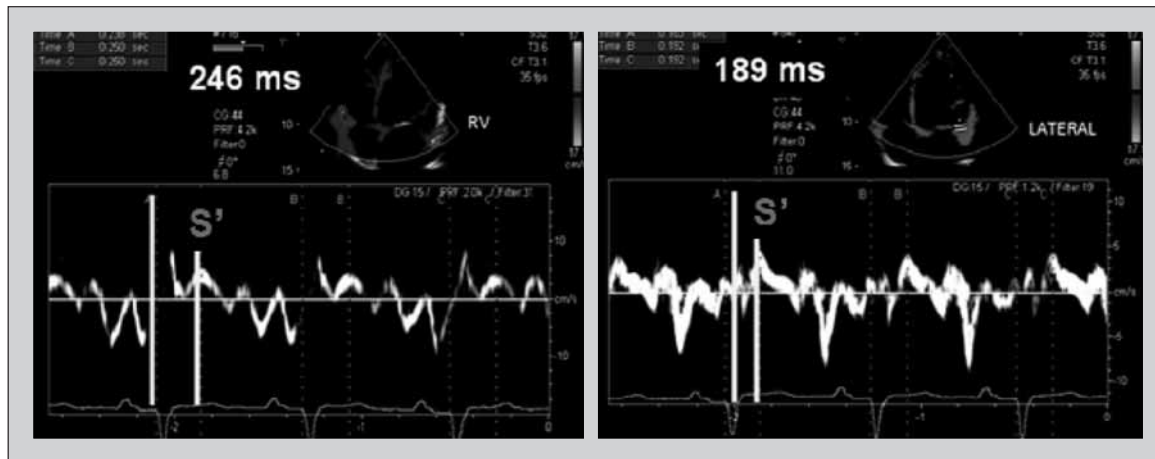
Valutazione TDI-Doppler pulsato del tempo al picco onda S.
